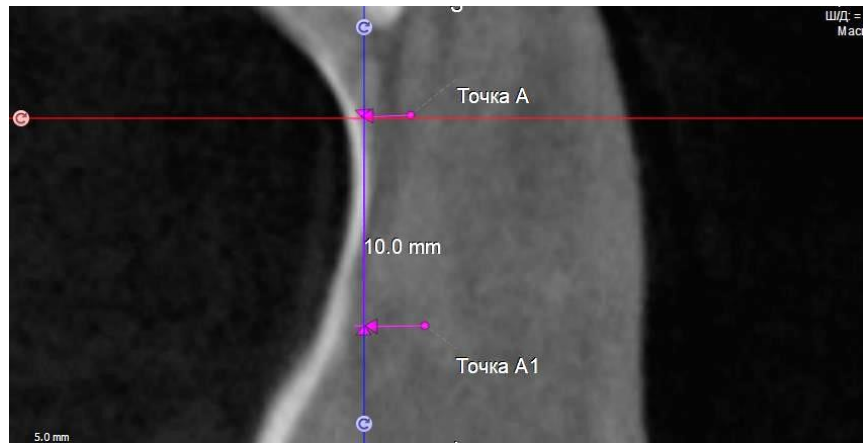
Определение точки A_1 на сагиттальном реформате конусно-лучевой компьютерной томографии
